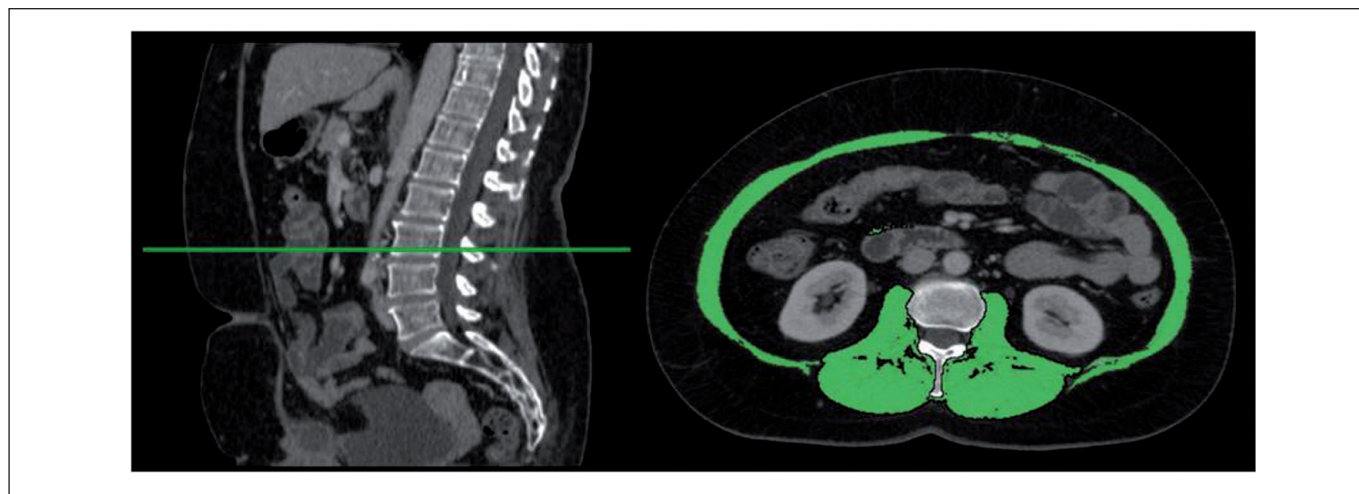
Exemplo de corte axial de TC ao nível de L3 para avaliação da massa muscular (musculatura da parede abdominal).
